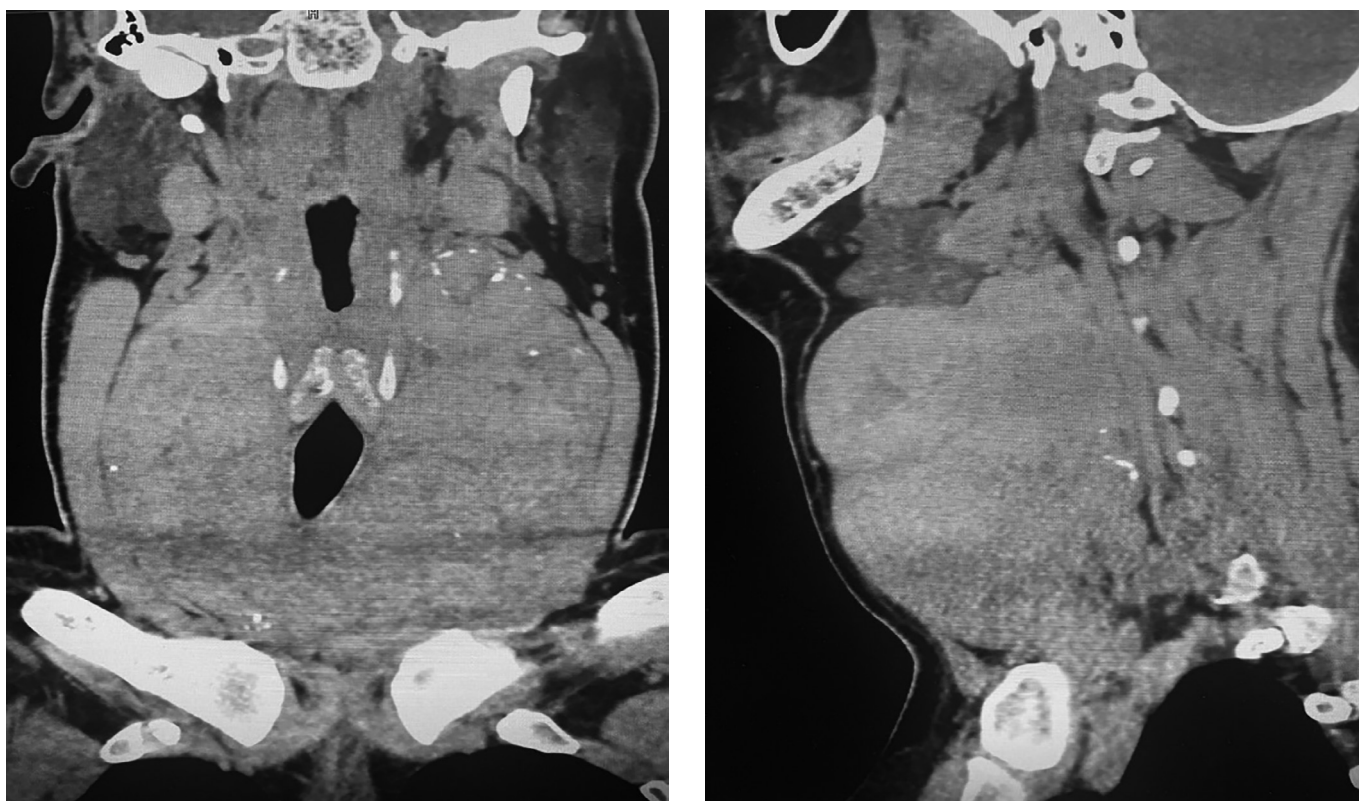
Снимок компьютерной томографии.
